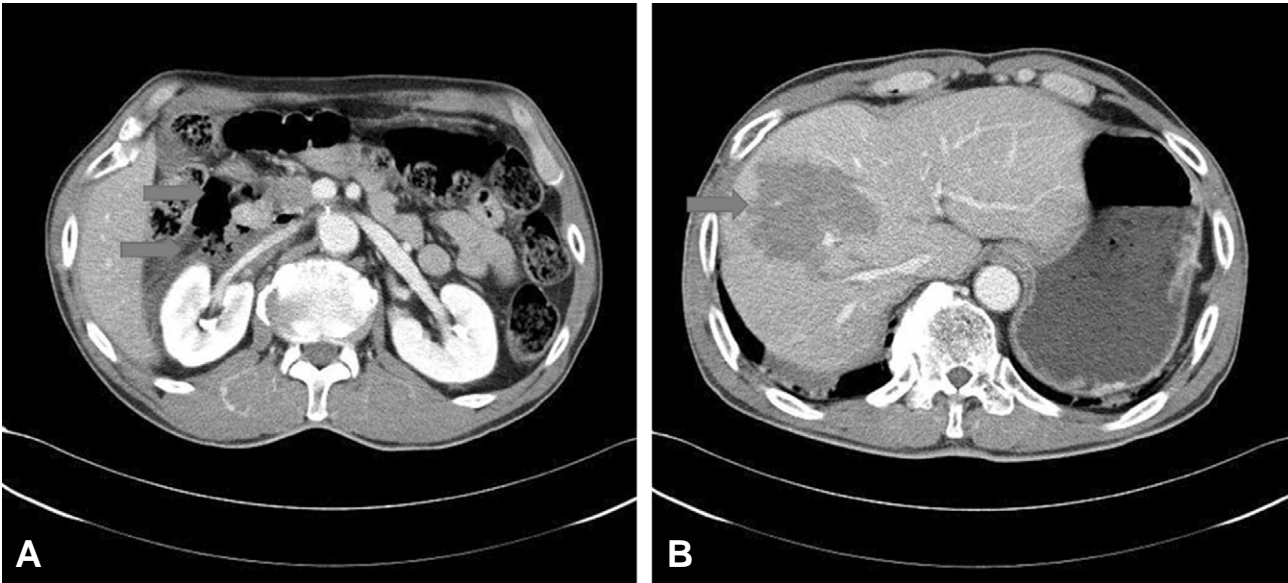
The abdominal computed tomography (CT) scan. (A) Abdominal CT scan revealed a retroperitoneal fluid- and air-filled collection posterior to the second part of the duodenum. (B) Abdominal CT scan demonstrated an intra-capsular hematoma in right liver, possibly due to traumatic laceration of hepatic parenchyma.
